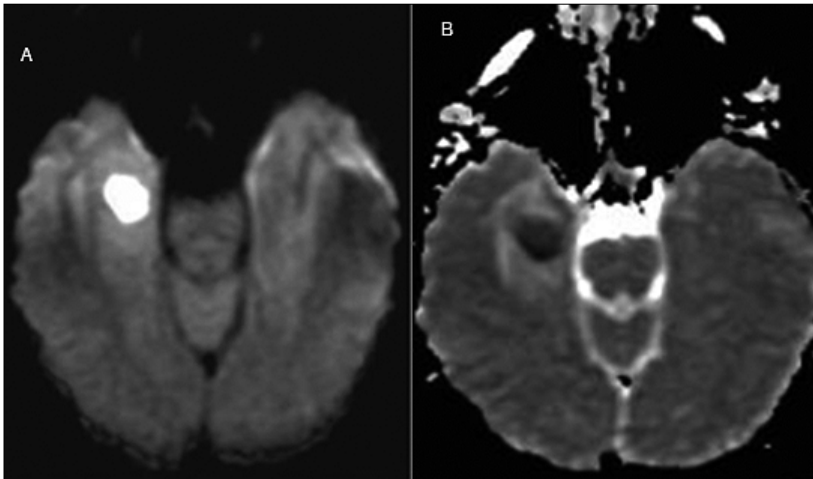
Imagen de Resonancia magnética, A. secuencia DWI, B. Secuencia ADC, muestran restricción de la difusión en el interior de una lesión temporal derecha, propia de la necrosis.
